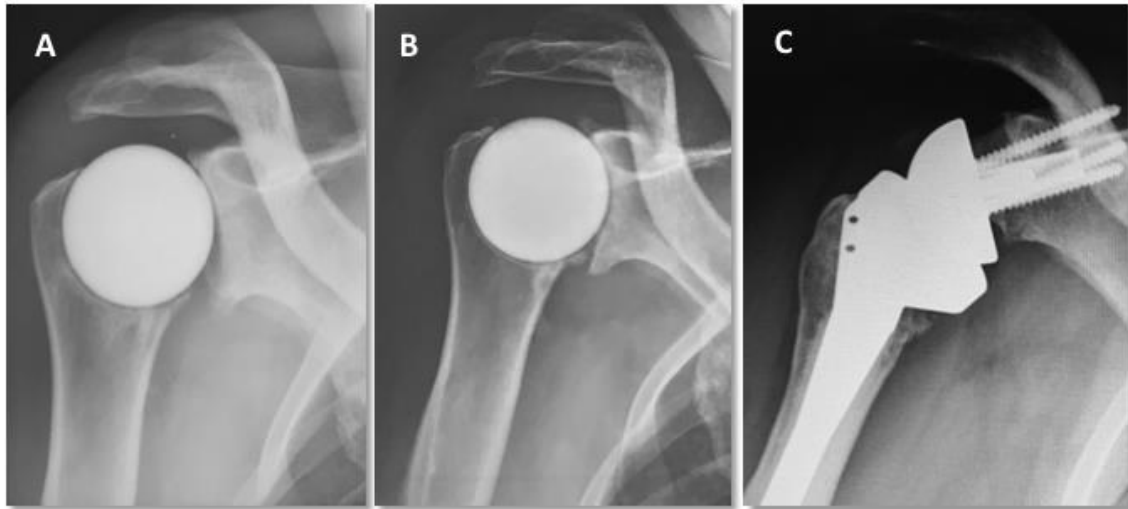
Sequential AP radiographs of a 52 yo patient operated for Primary Glenohumeral Osteoarthritis (A) showing severe glenoid erosion responsible for persistent shoulder pain (B); patient was revised to RSA with allograft on the glenoid 39 months after the index surgery (C).
